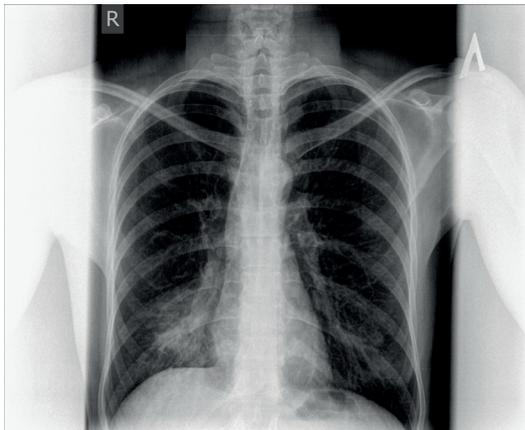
Пациентка П. рентгенография легких - до операции
